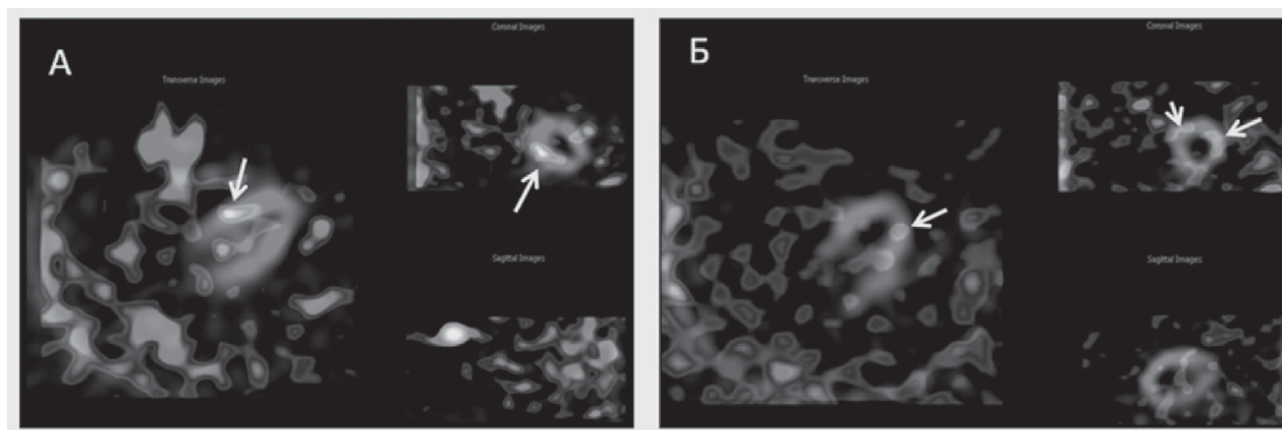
Сцинтиграммы, выполненные через 18 ч после введения ^{99m}Tc -Пирфотеха: А – единственный очаг накопления РФП в проекции средних отделов задне-перегородочной области ЛЖ (указаны стрелками); Б – множественные очаговые накопления РФП в проекции апикальных отделов боковой и передне-боковой стенок, а также в проекции апикальных отделов передне-перегородочной области ЛЖ
